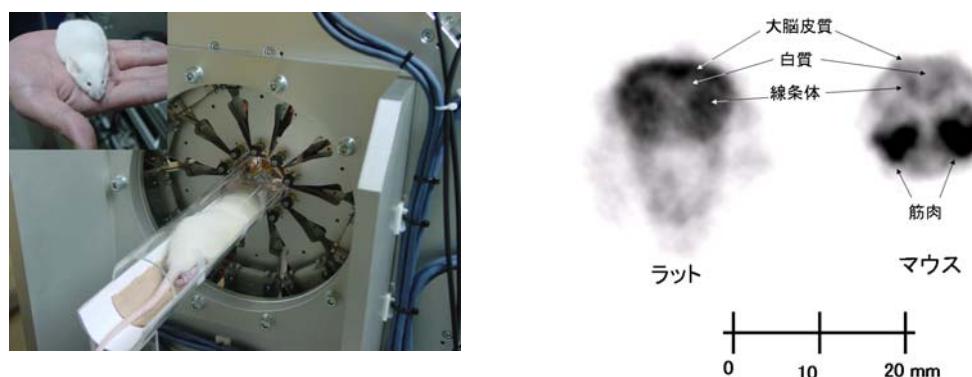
東北大学半導体PETとラット及びマウスのFDG脳画像
